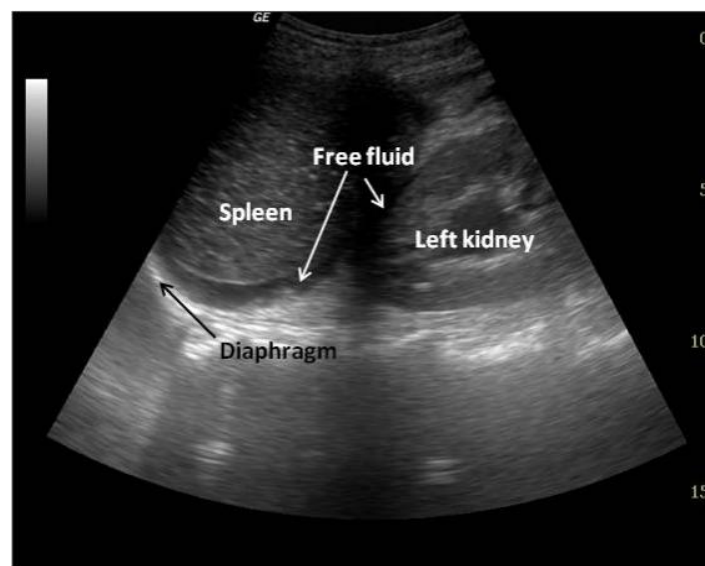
Ecografia FAST com líquido livre no recesso esplenorenal (14)
